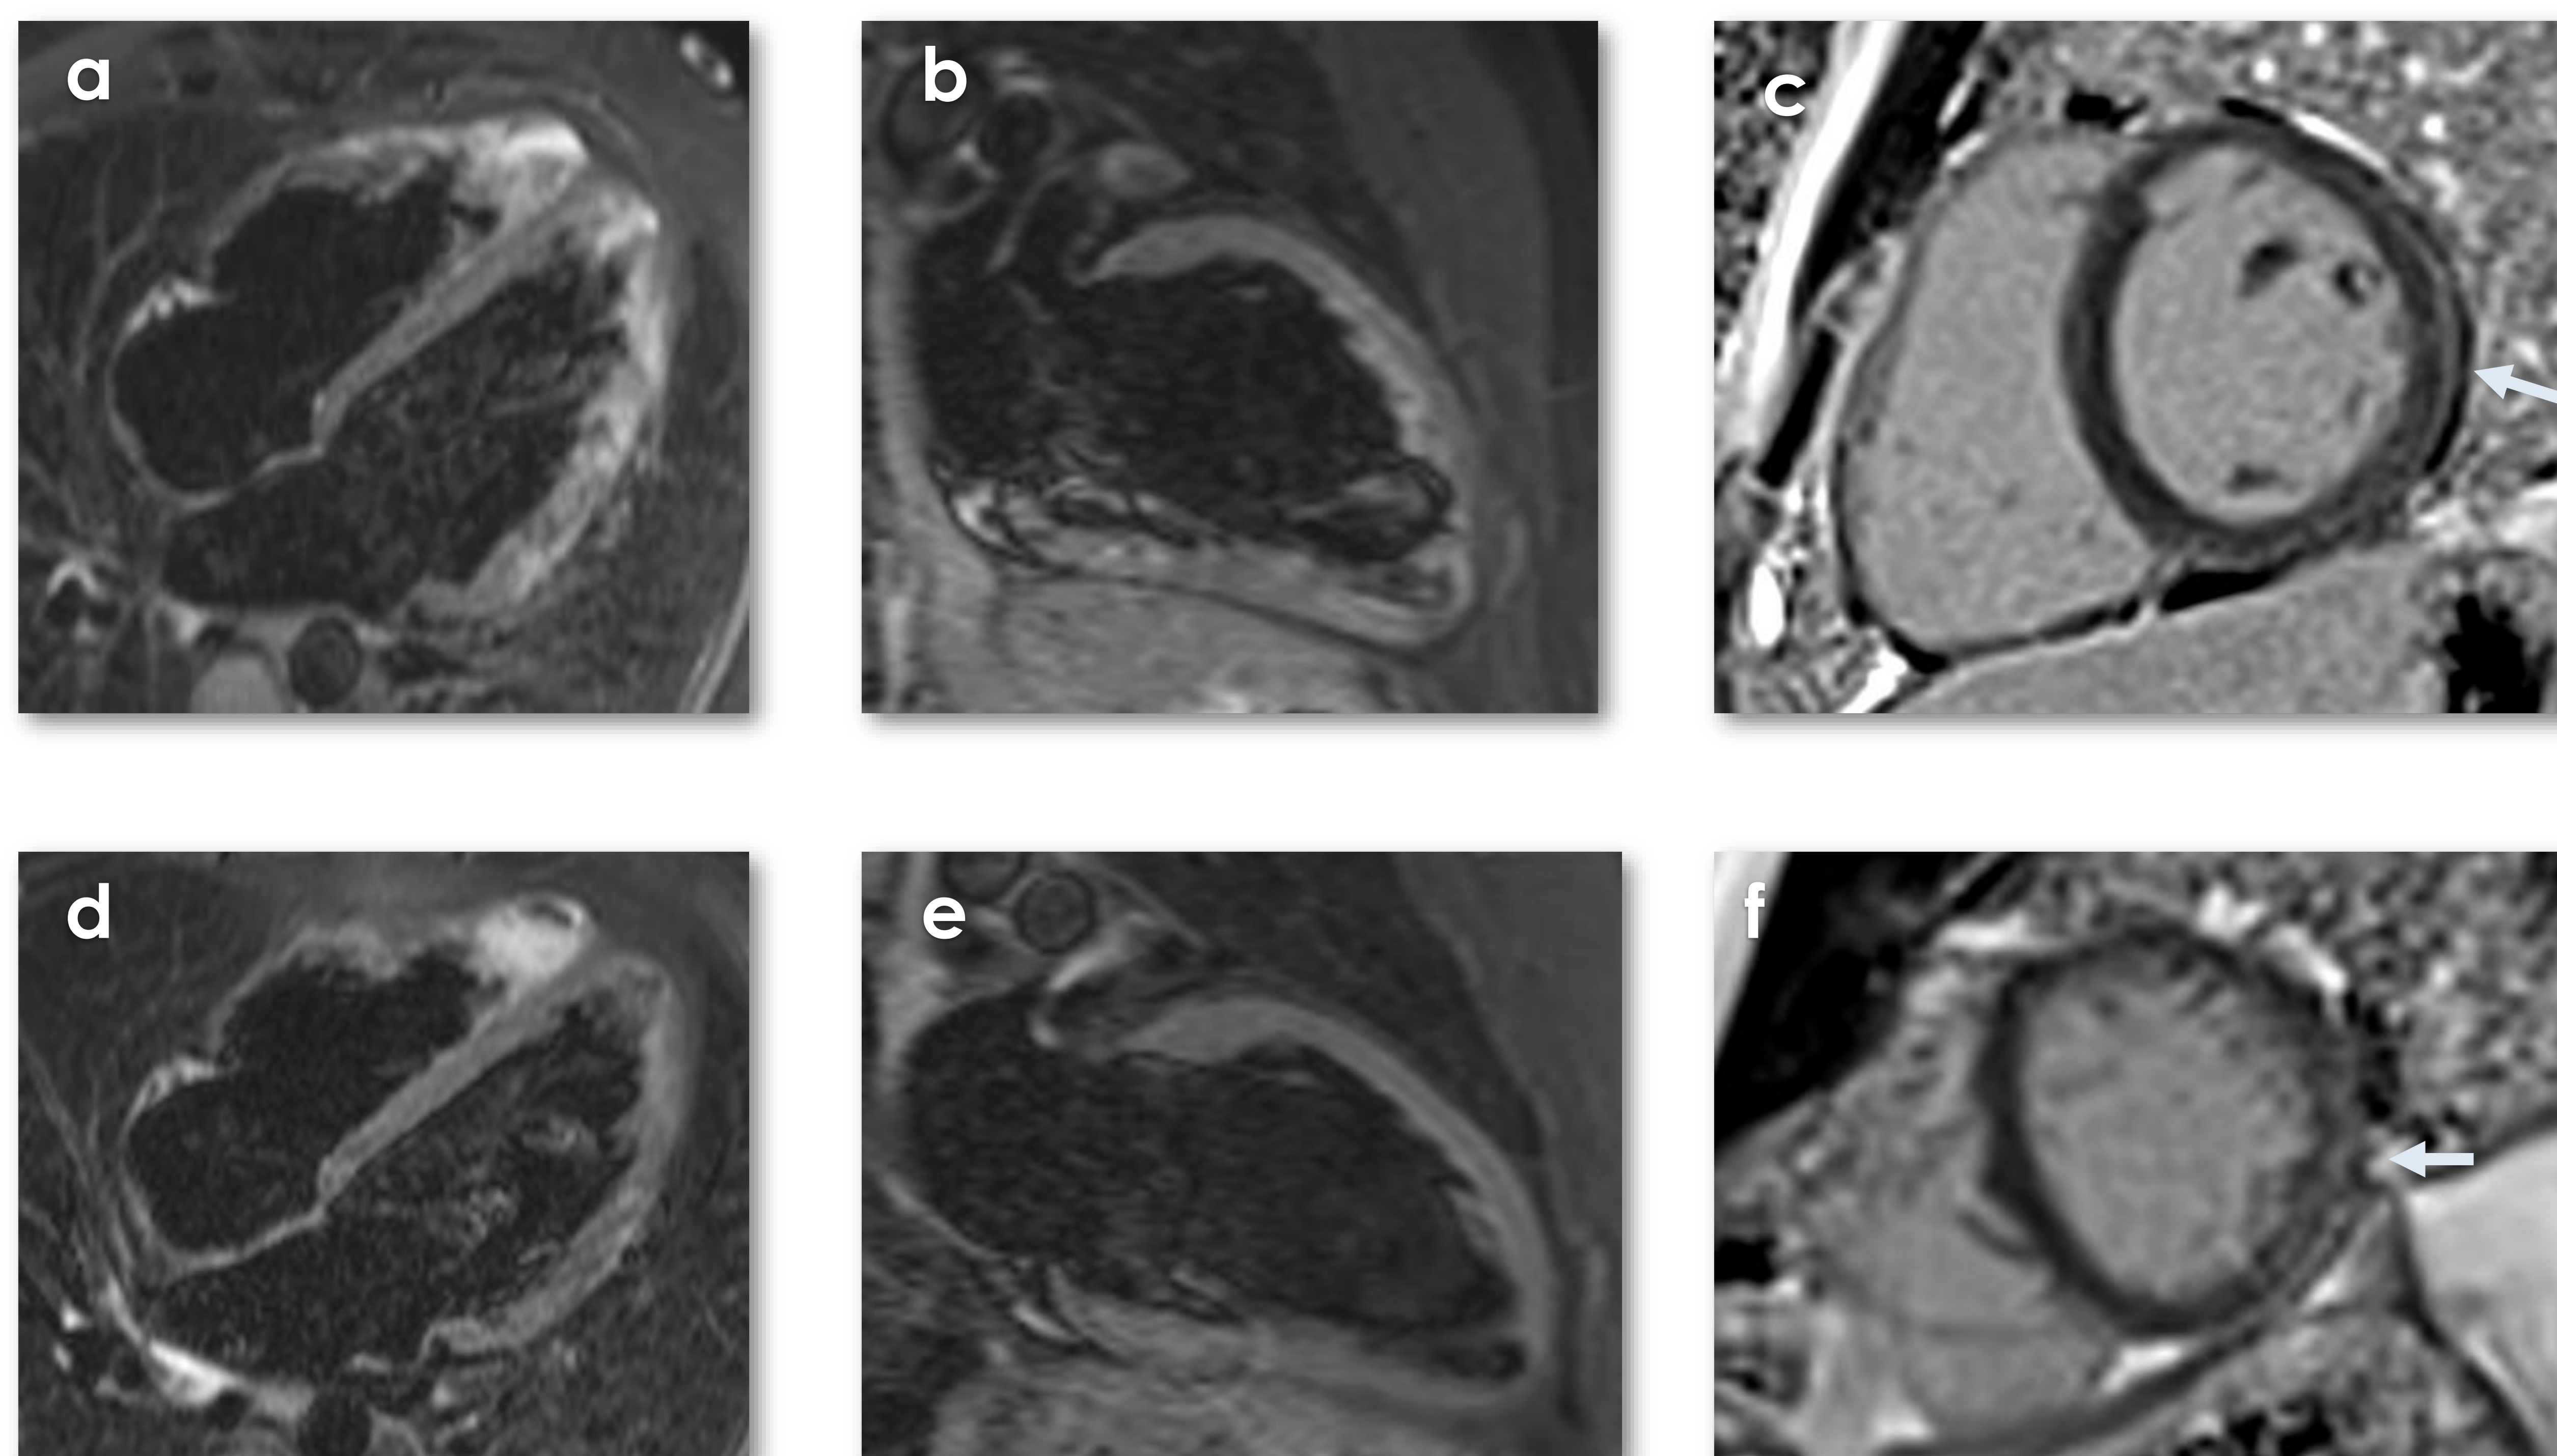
Paciente de 18 años con clínica de dolor centrotorácico. Ambiente epidemiológico familiar 3 meses antes y serologías IgG positivas para coronavirus. Imágenes de RM cardíaca al ingreso (a, b y c) y de RM de control a los 6 meses (d, e y f). Se observa edema miocárdico en las secuencias STIR (a y b) en los segmentos inferolaterales y anterolaterales, así como realce tardío subepicárdico (c) en cara anterolateral e inferior, en relación con miocarditis aguda con fibrosis subepicárdica y edema miocárdico. A los 6 meses ha desaparecido el edema miocárdico (d y e) persistiendo únicamente un realce tardío subepicárdico a nivel lateral distal (f).
